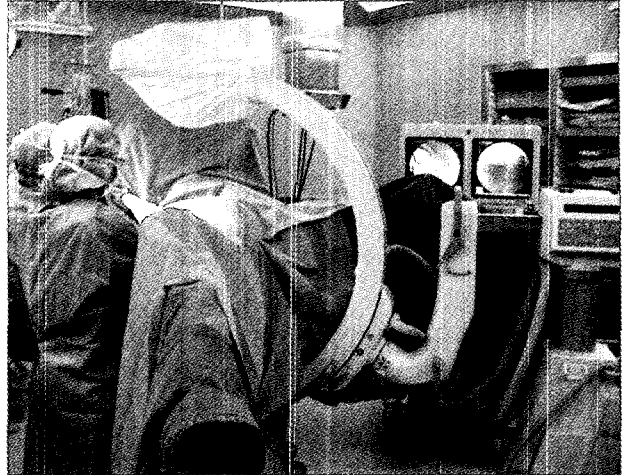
대퇴골 골절 수술의 환경: 회전하는 C-arm을 통해서 촬영한 골절 부위의 상하, 좌우방향의 X선 영상을 관찰하여 가이드와이어(guide wire)의 삽입 방향과 깊이를 결정한다.
